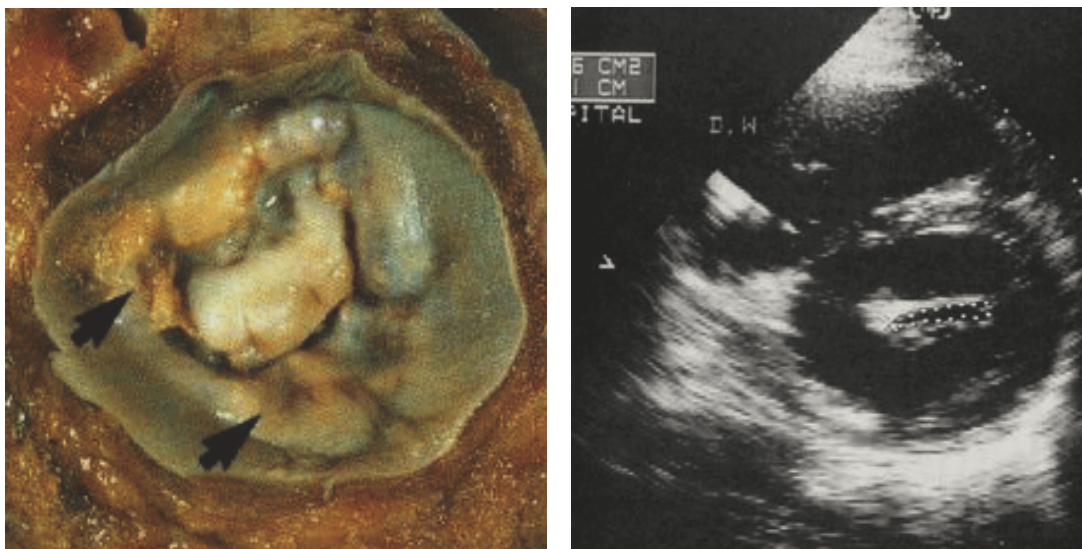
Aspetto anatomico (sinistra) ed ecocardiografico (destra) di una valvola mitralica stenotica da cardite reumatica. Le frecce indicano la fusione delle commissure
